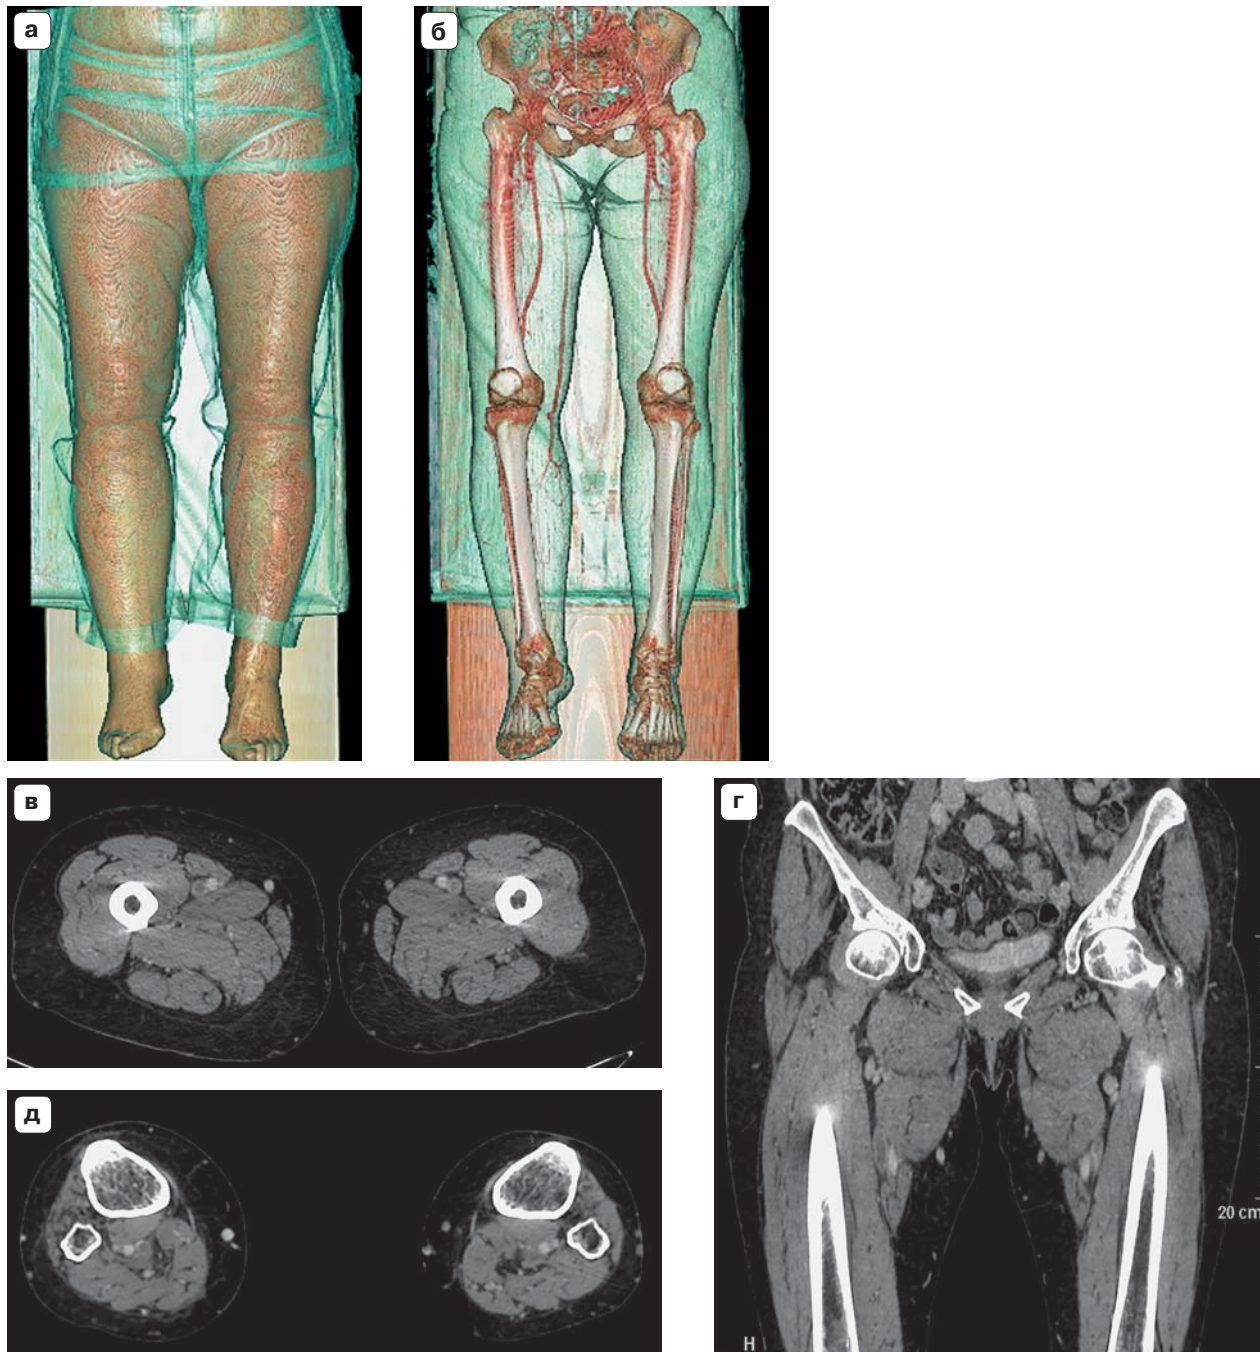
МСКТ-венография.
